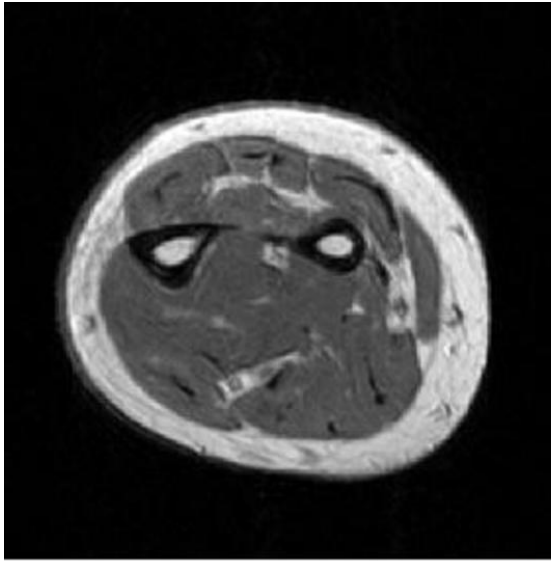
RM: Corte axial T1:Mapping de área de denervación en territorio cubital
